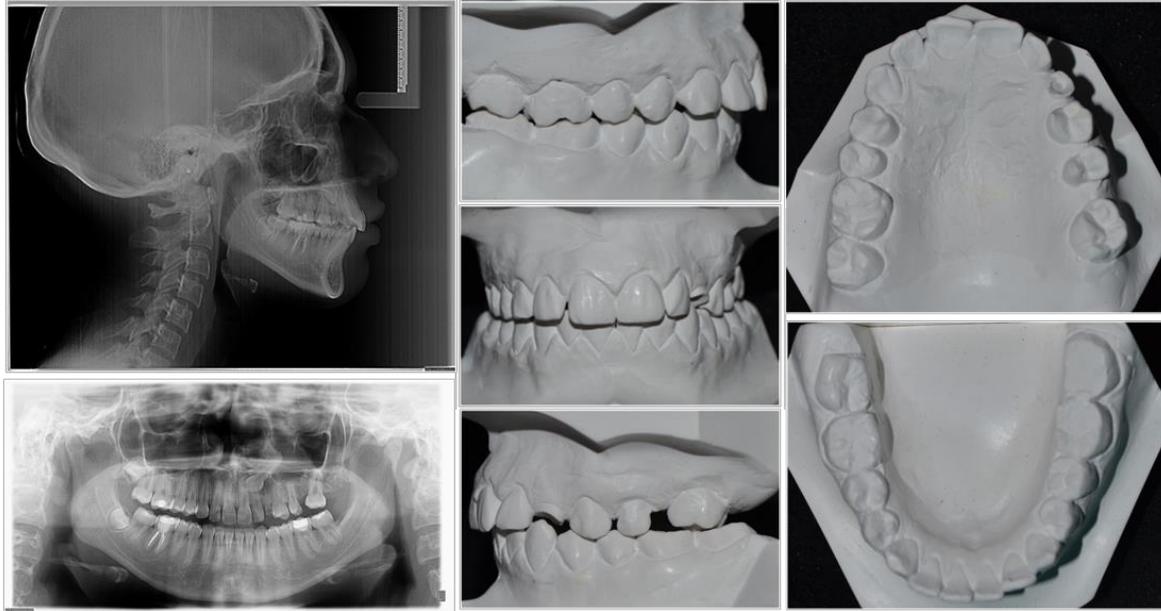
Cefalograma, ortopantomografía y modelos de estudio iniciales.
